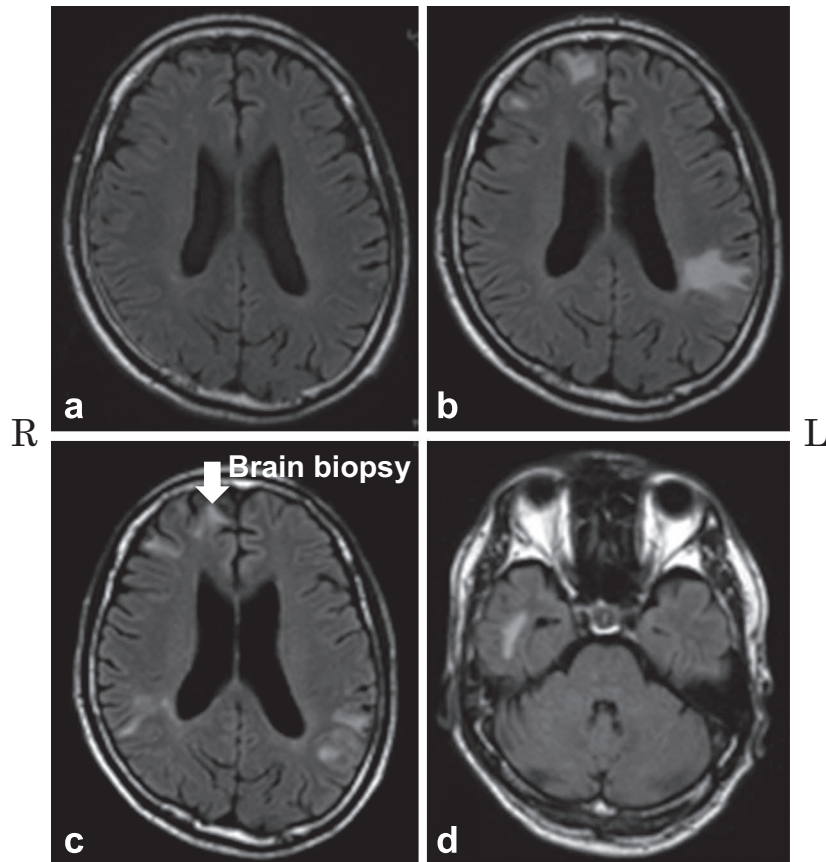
Relapses and remissions observed on subsequent brain FLAIR images.
